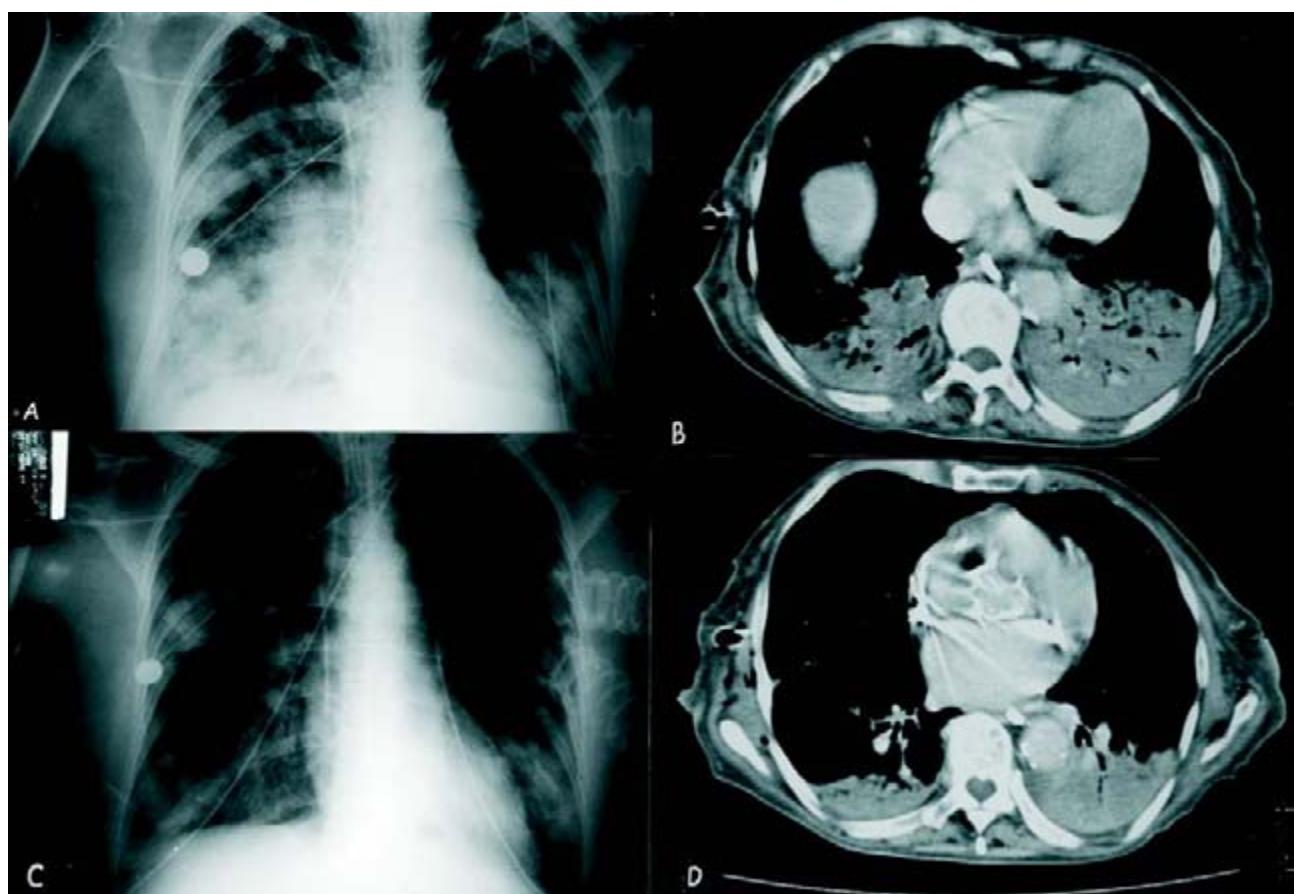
Estudios de imagen. A: Radiografía simple de tórax en proyección posteroanterior con infiltrado bibasal correspondiente a colapso alveolar. B: Tomografía axial computada de tórax con colapso alveolar en región basal. C: Radiografía simple de tórax en proyección posteroanterior después de maniobra de reclutamiento alveolar y técnica de ventilación mecánica con protección pulmonar, se observa aumento del volumen pulmonar y disminución del infiltrado pulmonar. D: Tomografía axial computada posterior a maniobra de reclutamiento alveolar con disminución del colapso alveolar basal e incremento en el volumen pulmonar.
